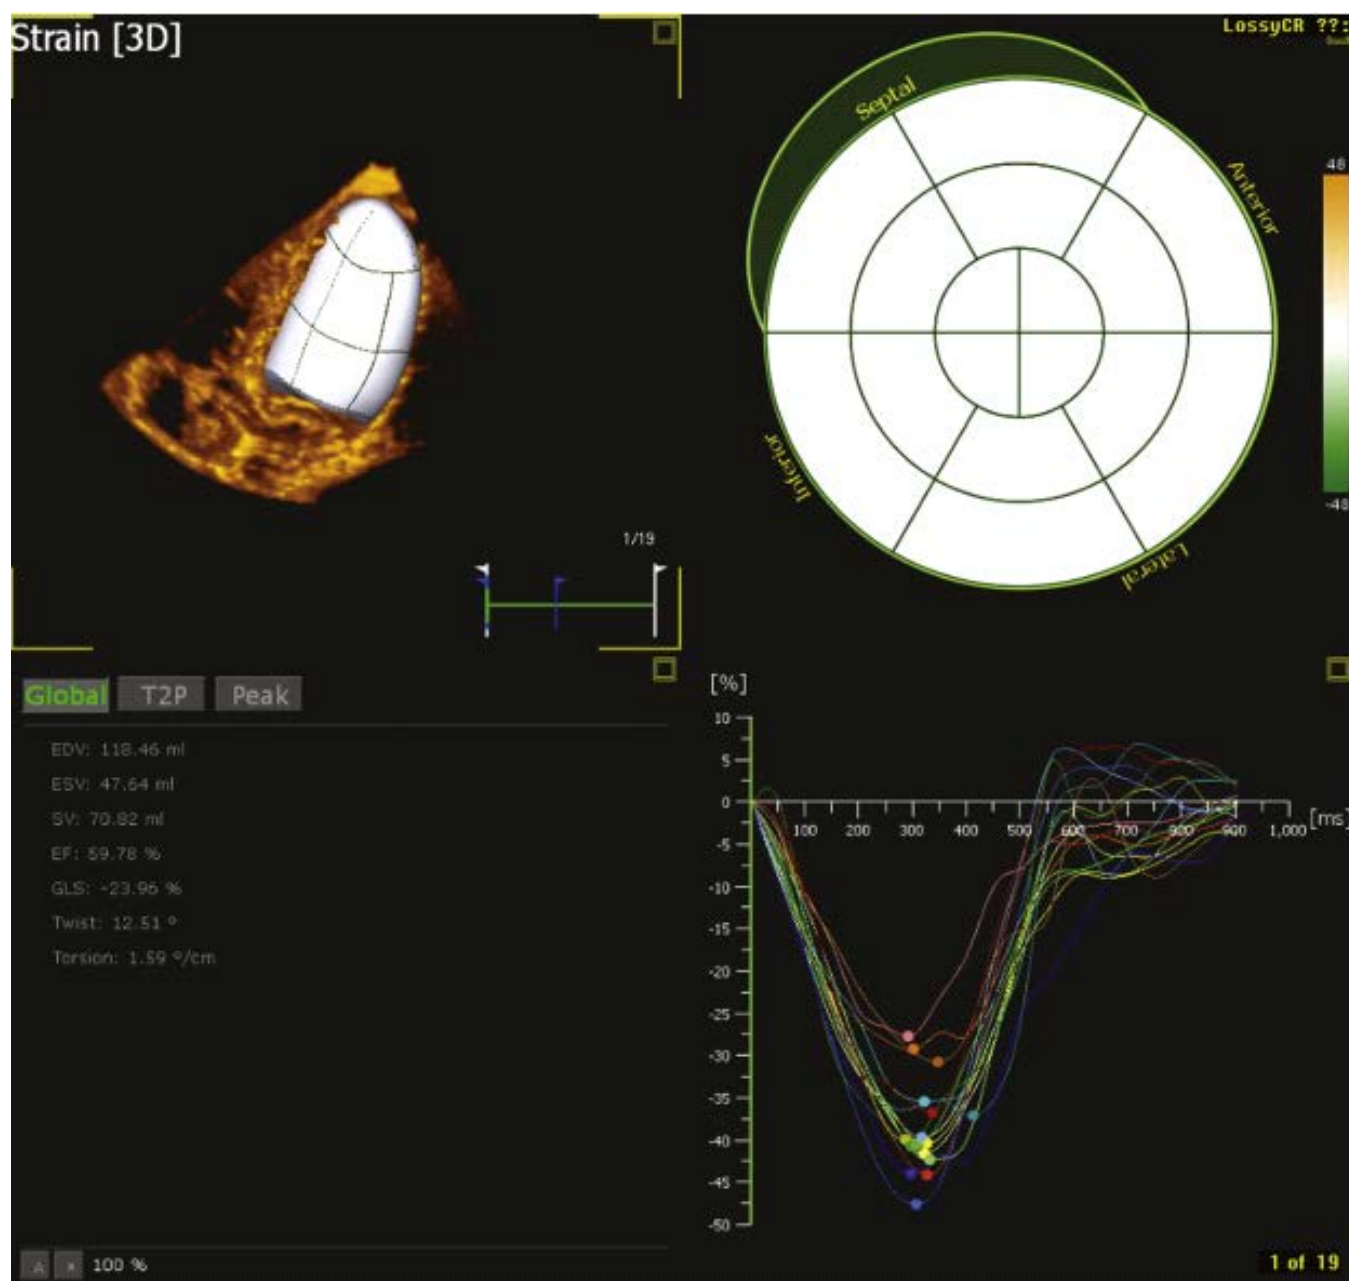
室壁跟踪三维变形分析。部分软件采用三维容积追踪左心室心肌而不是简单的心内膜边界。可以从单个容积成像中分析整个左心室的变形、扭转和旋转。该技术的局限是时间分辨率比二维超声心动图低。
